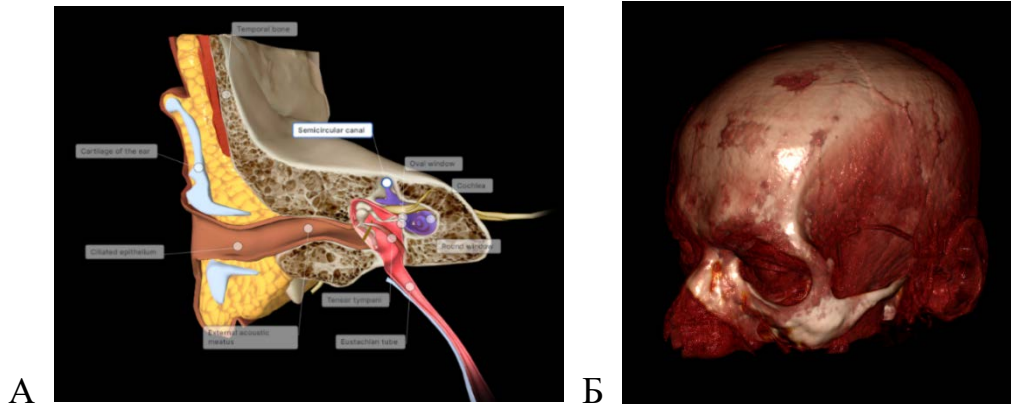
Интерактивная трехмерная модель органа слуха (biodigital.com) (А) и трехмерная реконструкция данных КТ черепа (Б) [278]
